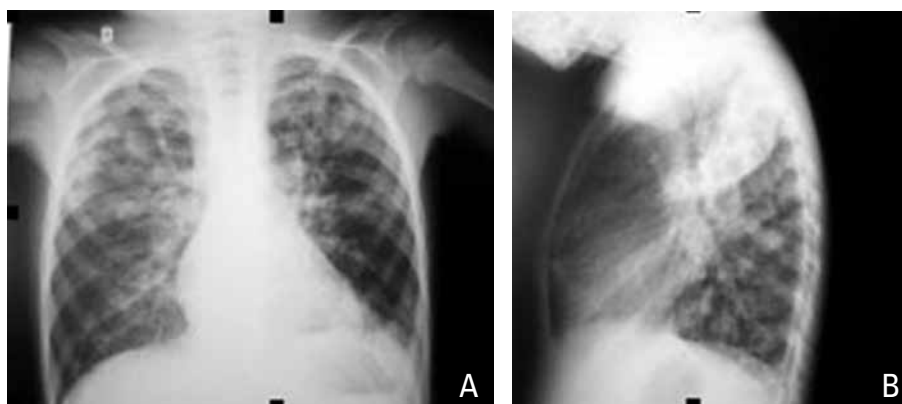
Radiografia de tórax evidenciando escore de Brasfield8 (25-17 pontos). Categoria aprisionamento aéreo, abaulamento esternal – 2 pontos; categoria opacidades lineares, acentuação das imagens brônquicas – 4 pontos; categoria lesões cístico-nodulares – 4 pontos; categoria grandes lesões, atelectasia segmentar – 3 pontos; categoria gravidade geral, impressão geral da gravidade pelo aspecto da radiografia – 4 pontos.
